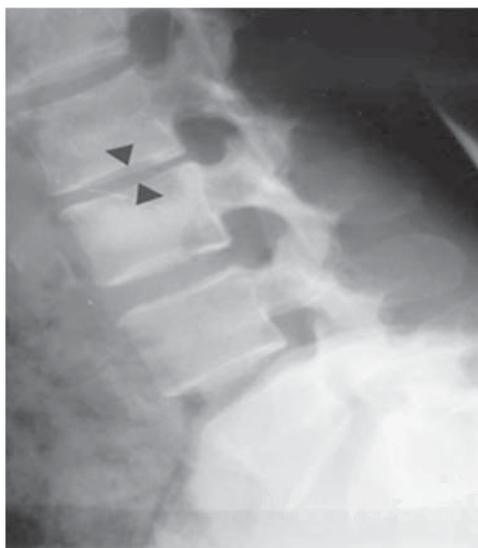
Radiografía simple de lesión por Brucella. Apenas es perceptible una disminución del espacio L3-L2.
